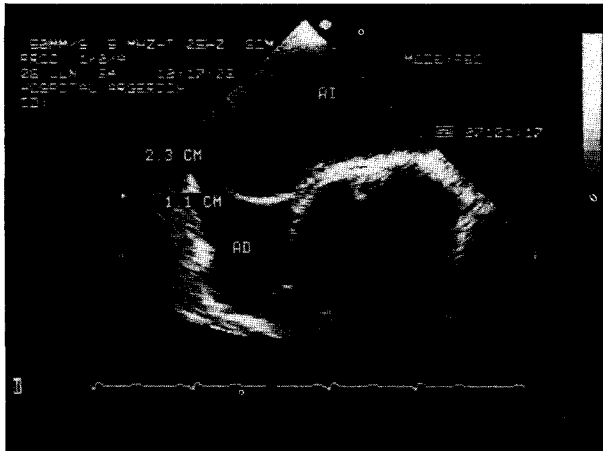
Ecocardiograma transesofágico de un ASIA.
